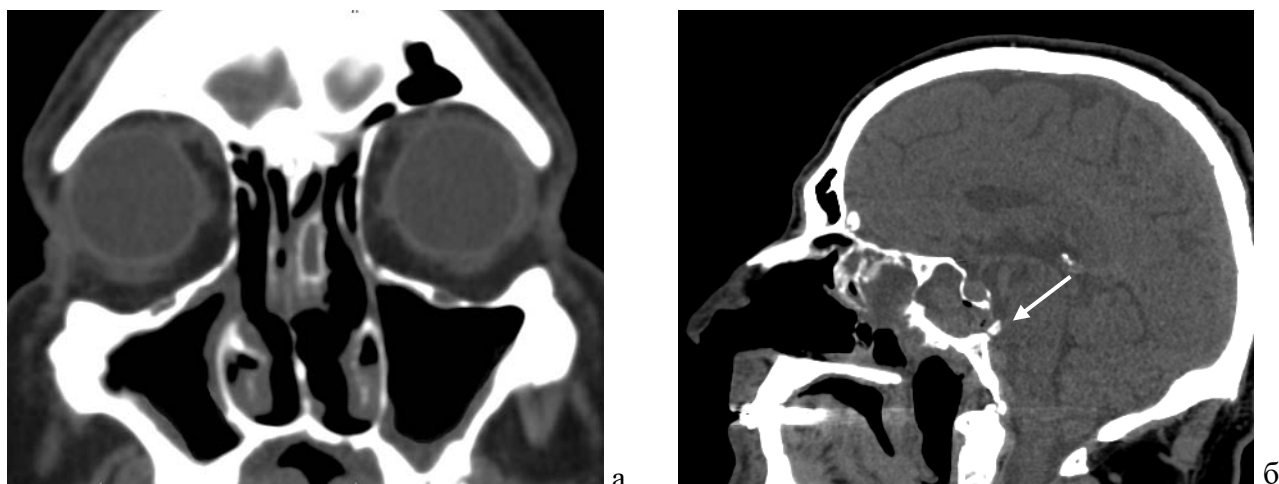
КТ головного мозга: а - фронтальная проекция, утолщение слизистой оболочки обеих верхнечелюстных пазух; б - состояние после закрытия дефекта задней стенки клиновидной пазухи, пластические материалы в области дефекта и полости пазухи (указано стрелкой)
